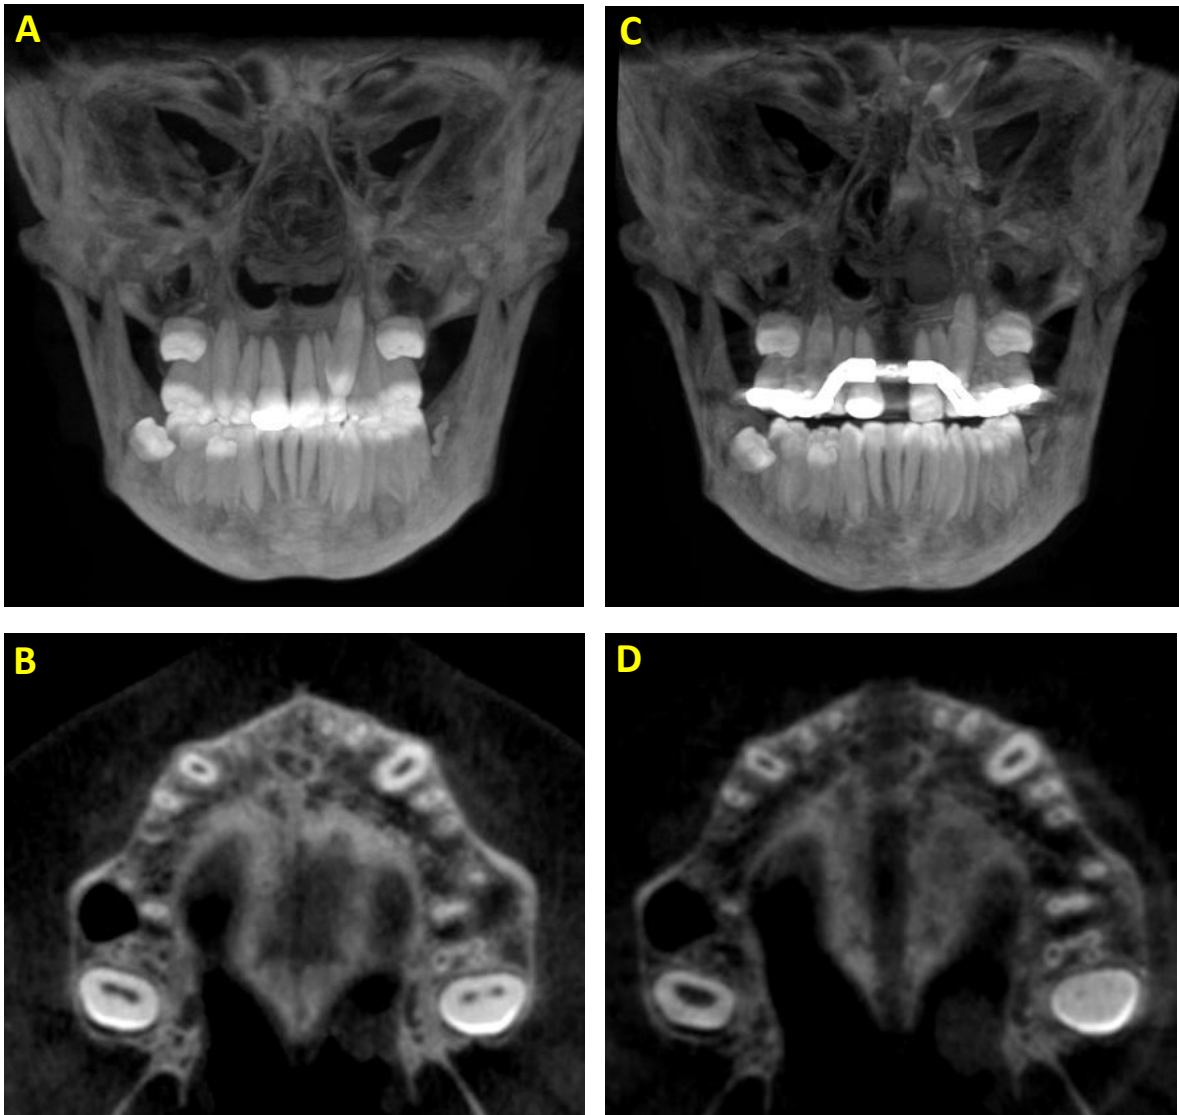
(A-D) Imagens de TC *cone beam* do paciente L.C.S. (Grupo Hyrax). (A-B) antes da ERM (T1); (C-D) imediatamente após a ERM (T2).
